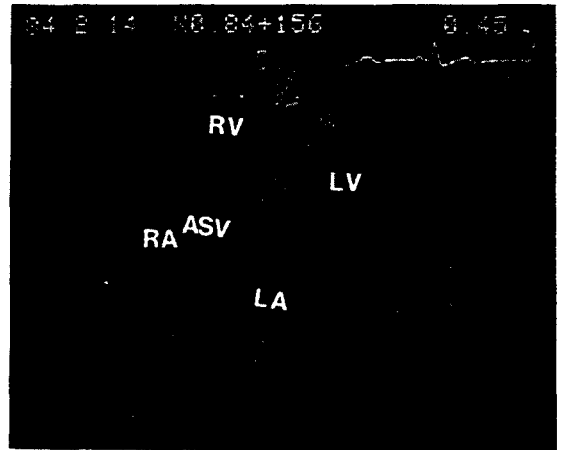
Echocardiogram showing aneurysm of the sinus of Valsalva which directed toward the right atrium.
